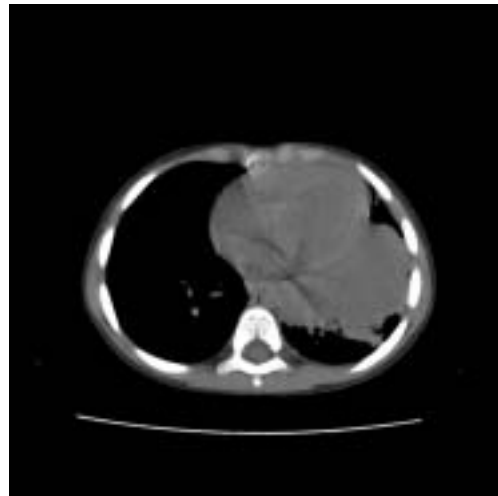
Tomografía axial computarizada (TAC) de tórax (Ventana mediastínica).
